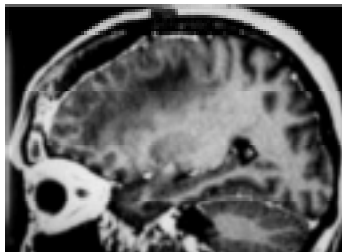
A ressonância magnética evidencia sinusite frontal e meningoencefalite. Seqüência ponderada em T1 pós-gadolinio no plano sagital, mostrando impregnação da mucosa e acúmulo de secreção no interior da cavidade sinusal frontal direita, além de impregnação do plano meníngeo e edema cerebral (hipointenso).
